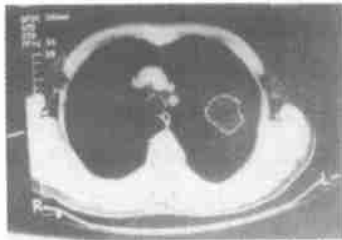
左肺上叶包虫囊肿 CT 像 WW 300HU, WL 50HU
